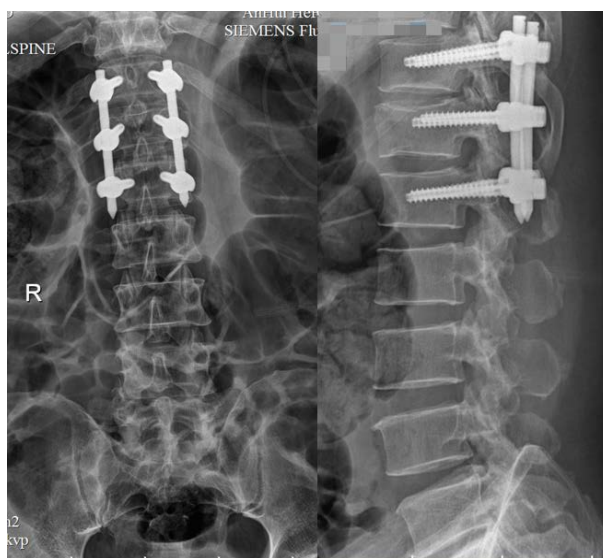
Postoperative X-ray of the monoaxial pedicle screw in injured Vertebrae and polyaxial pedicle screw in Adjacent Vertebrae
